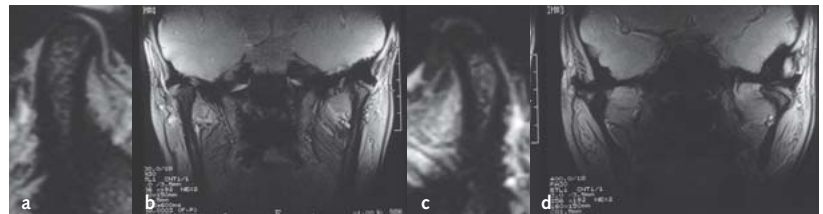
Magnetresonananzdarstellung (MRI) der Kiefergelenke. (a-c) Koronale und sagittale Schnitte in IKP. (d) Koronaler Schnitt bei maximaler Mundöffnung.
